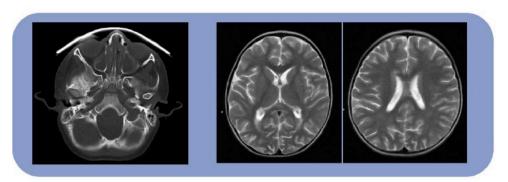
TAC: Aumento de calibre de sistema ventricular, ocupación de capas timpánicas bilateral, celdillas
